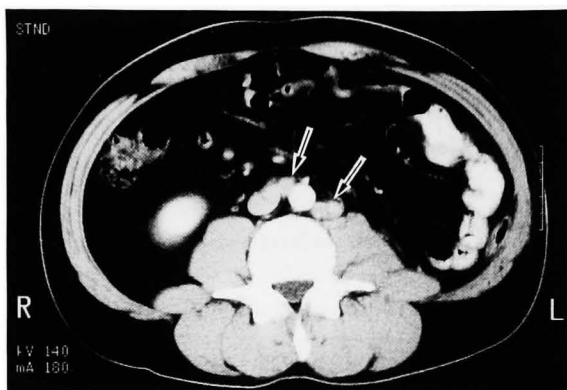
The abdominal CT-scan showing para-aortic and interaortocaval lymph node swelling.
